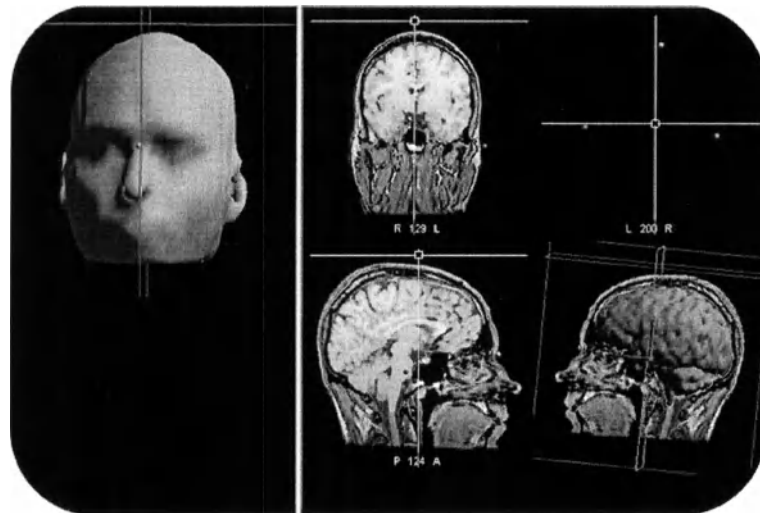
MRI VIEW* AFTER SUCCESSFULL SCALP AND BRAIN SEGMENTATION
